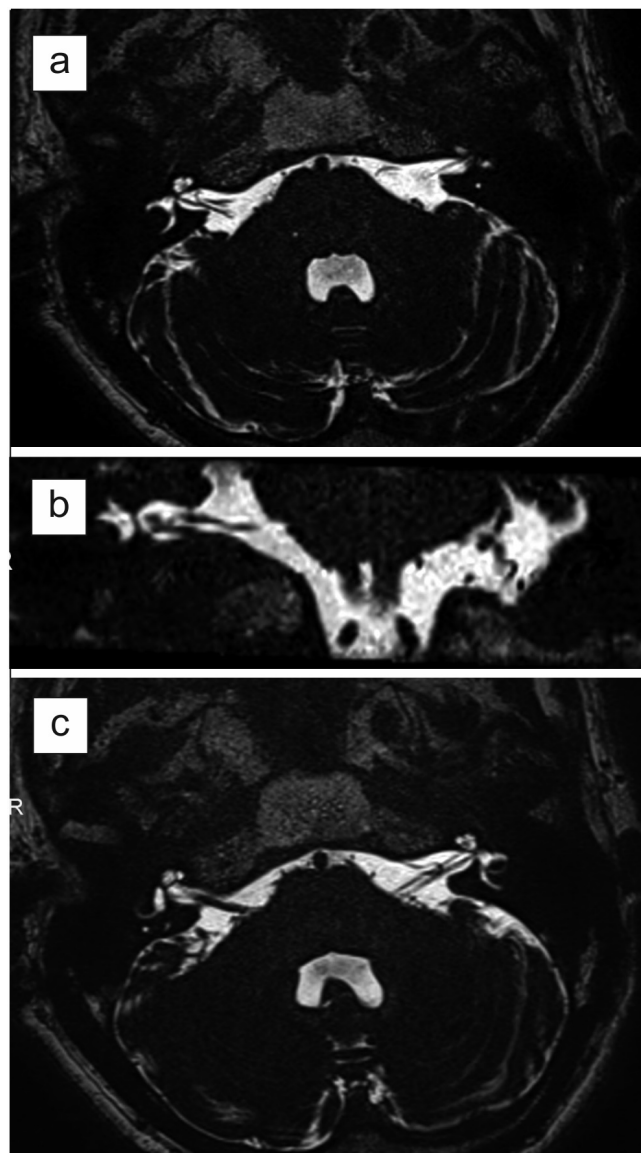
(a) Magnetic resonance image of a right-sided type 3A vascular loop (b) coronal plane image, and (c) magnetic resonance image of a left-sided type 2A vascular loop in a 64-year-old male patient with bilateral tinnitus.
